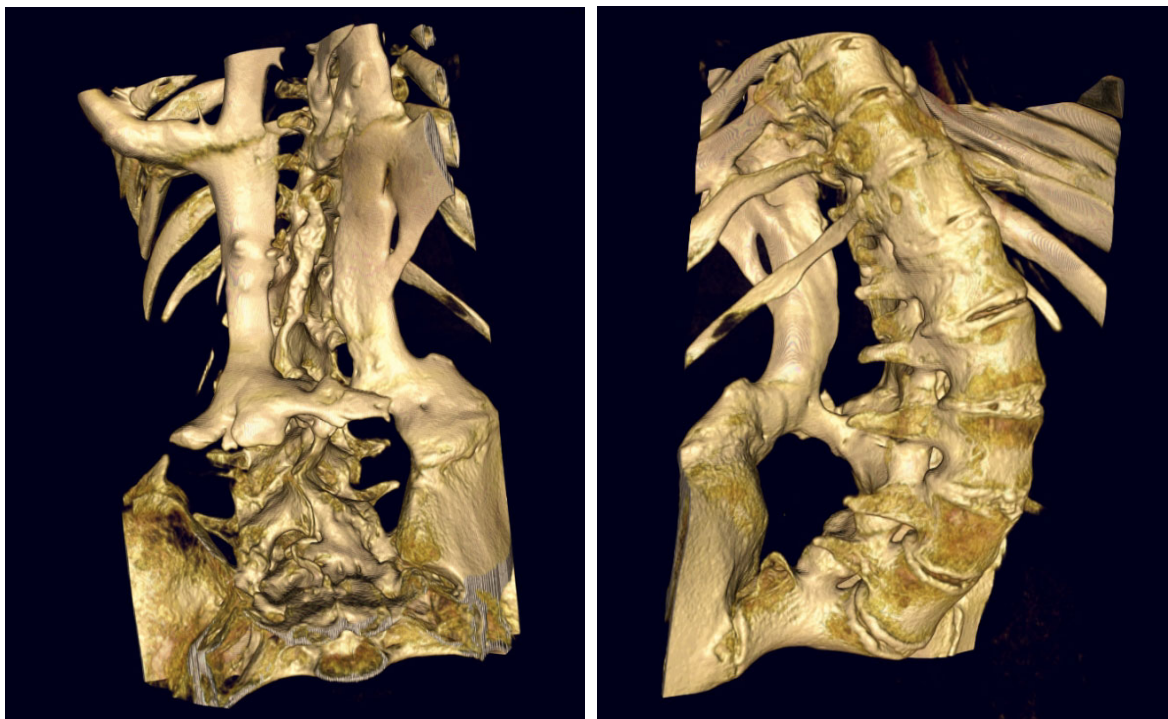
+22: 3D-Rekonstruktion eines CT der LWS von dorsal und rechts ventro-lateral mit Darstellung der Knochenspangen im subcutanen Gewebe der Lendenwirbelsäulenregion, paravertebral und zu den Beckenkämmen verlaufend.
